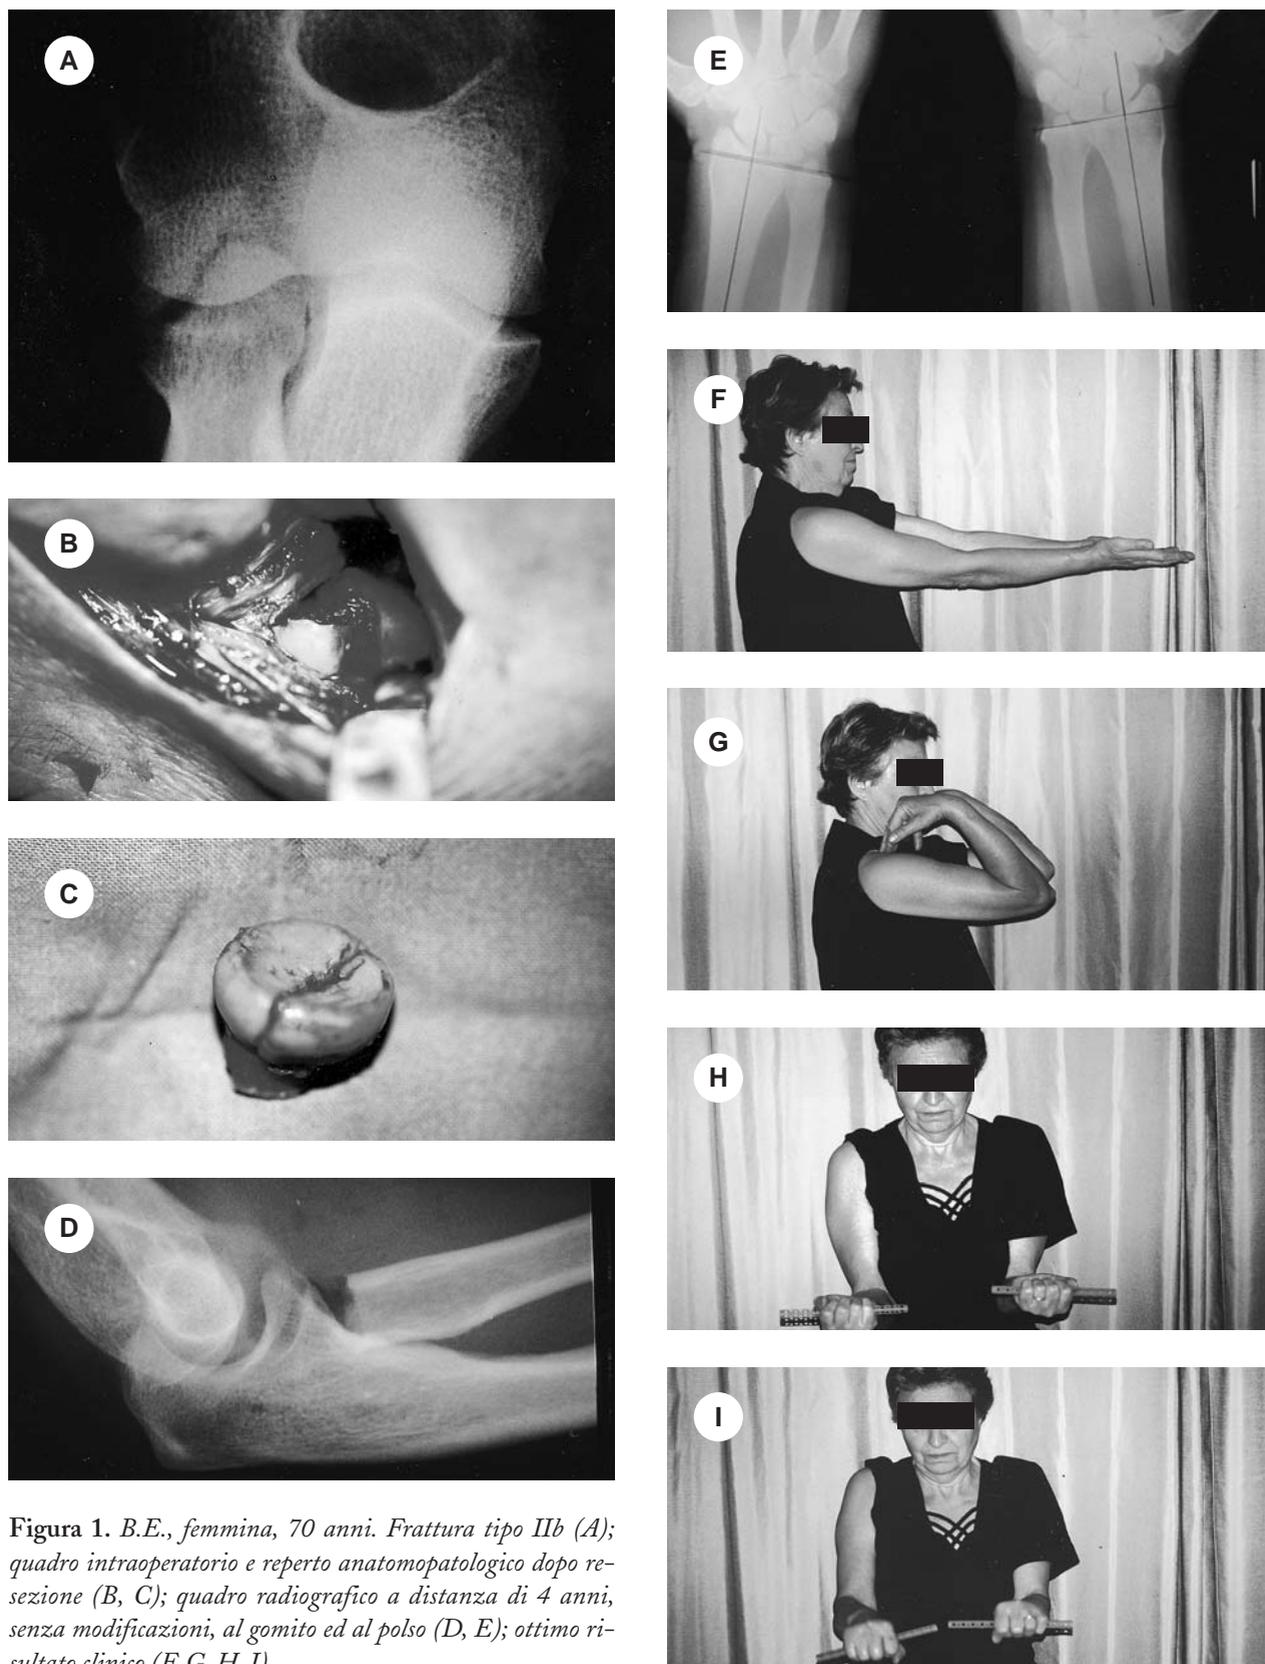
B.E., femmina, 70 anni. Frattura tipo IIb (A); quadro intraoperatorio e reperto anatomopatologico dopo resezione (B, C); quadro radiografico a distanza di 4 anni, senza modificazioni, al gomito ed al polso (D, E); ottimo risultato clinico (F, G, H, I)
